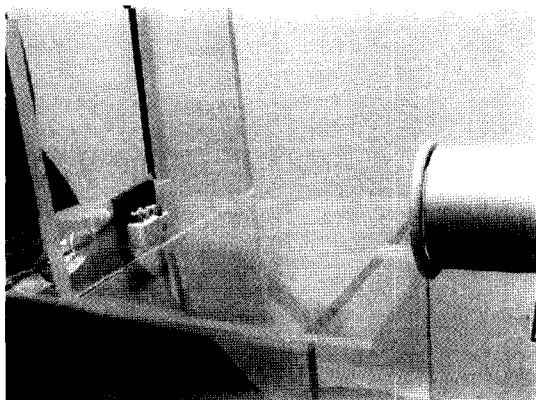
Three premolars were radiographically exposed using paralleling technique with a standardized device.
